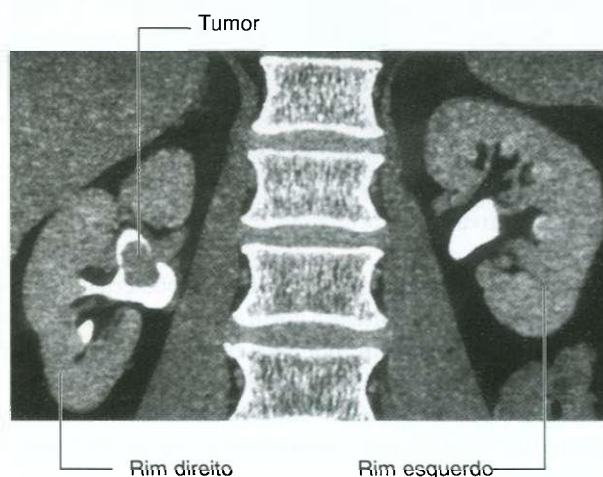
Carcinoma de células de transição na pelve renal do rim direito. Tomografia computadorizada com reconstrução coronal.
